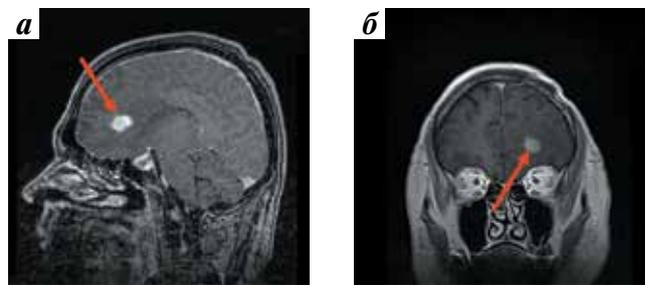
Магнитно-резонансная томография головного мозга: а – до лечения: метастаз рака почки (стрелка); б – через 8 мес после лечения пазопанибом: рецидив (стрелка)
